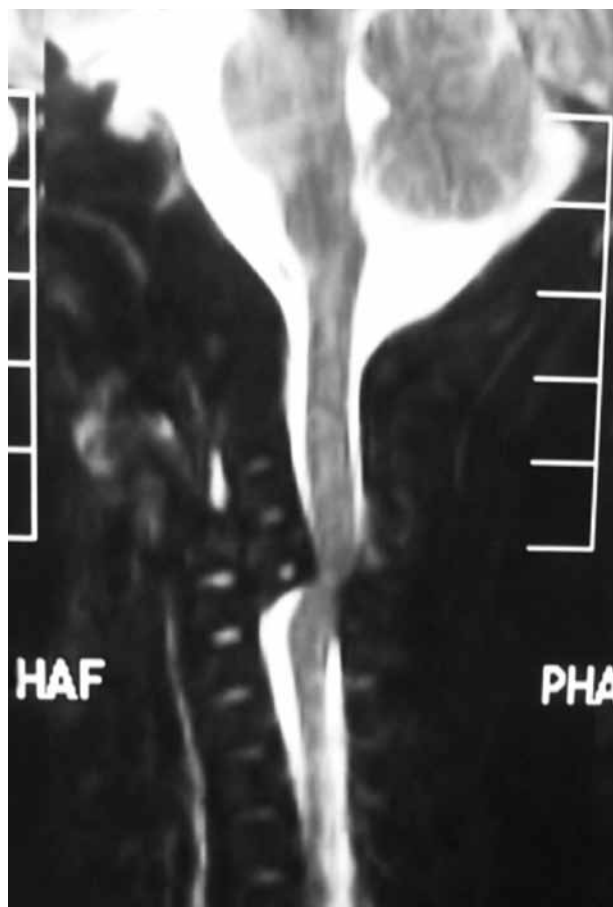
Resonancia magnética preoperatoria.
